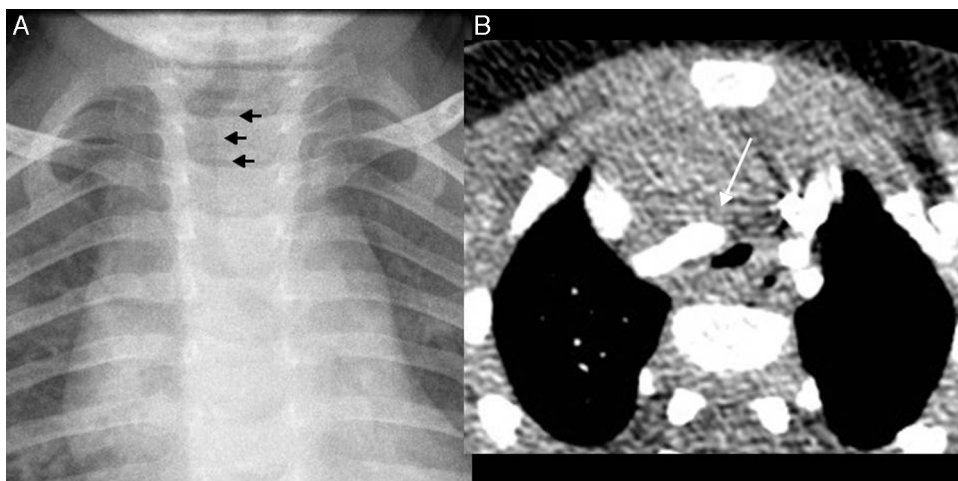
En los niños pequeños, menores de 5 años, la tráquea puede estar lateralizada de manera fisiológica, siempre al lado contrario de la aorta. A) Niña de 11 meses de vida. Radiografía anteroposterior en decúbito supino, poco inspirada, flexión cervical y ligeramente rotada. La tráquea se encuentra lateralizada y angulada hacia la derecha (flechas). También puede encontrarse una muesca anterior en la tráquea. B) Niño de 9 meses de vida, con discreto estridor. Tomografía computarizada con contraste intravenoso, corte transversal, que confirma una compresión traqueal anterior por la arteria innominada normal (flecha) debido a falta de espacio en el mediastino anterior por un timo muy prominente.
